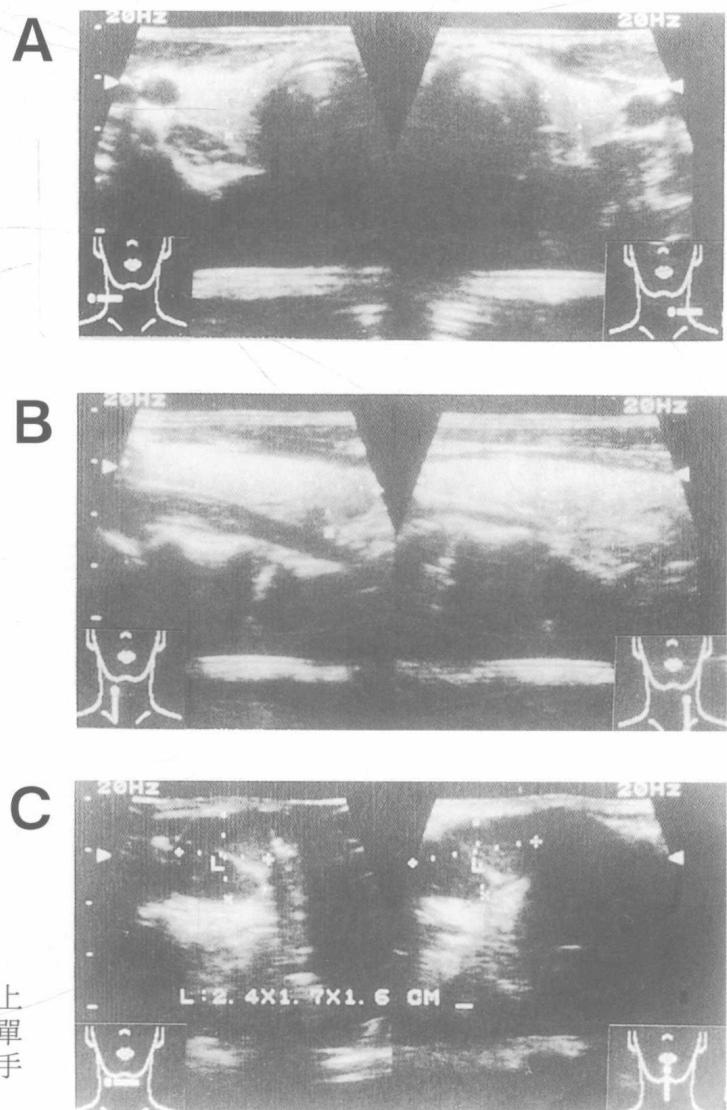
21 歲男性病患，在頸部中央上方有軟性結節超音波顯示甲狀腺只是單純性腫（A,B）而中央上方有囊腫，手術證實為 Thyroglossal Duct Cyst。
